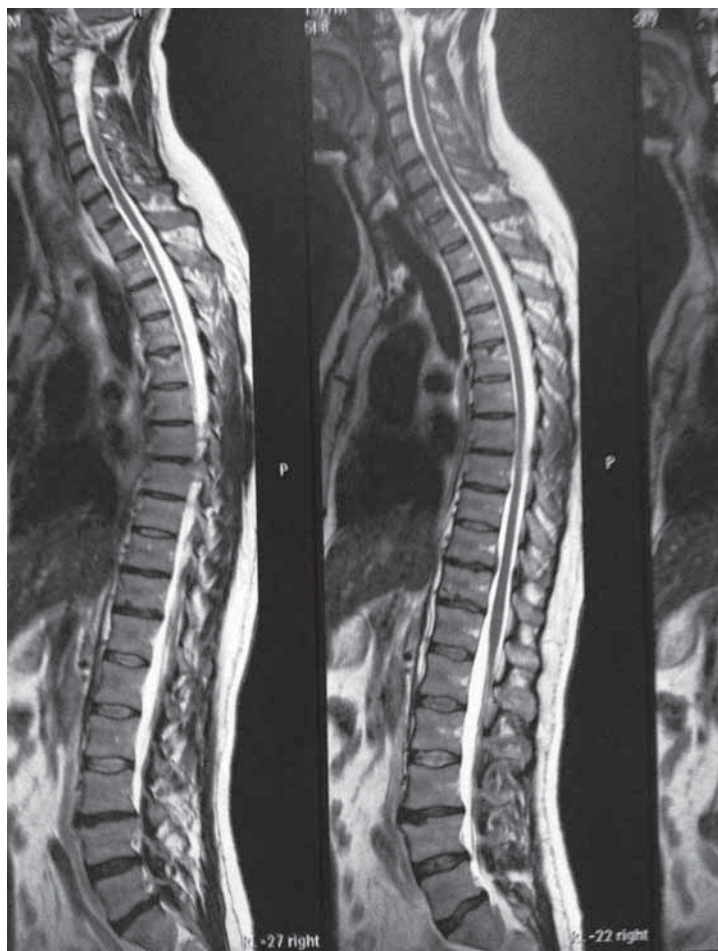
МРТ, T2-изображение: сагиттальные срезы всего позвоночника. Мы отчетливо видим аномалии межпозвоноковых дисков на уровне всех трех отделов. Сохраняются в норме только несколько дисков (на верхнегрудном и верхнепоясничном уровнях). Пациент молодого возраста и страдает рахиалгией с подросткового возраста в результате дистрофической дорсопатии
